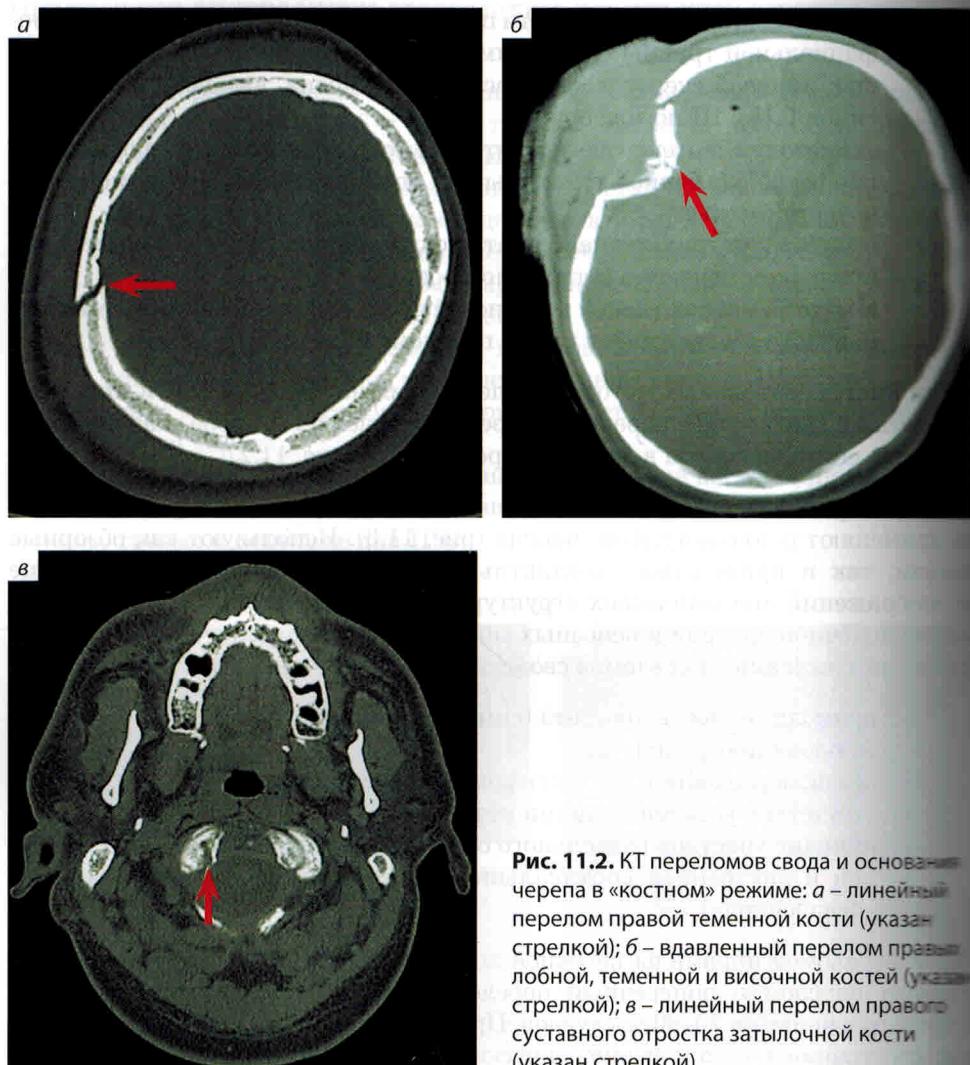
КТ переломов свода и основания черепа в «костном» режиме: а – линейный перелом правой теменной кости (указан стрелкой); б – вдавленный перелом правой лобной, теменной и височной костей (указан стрелкой); в – линейный перелом правого суставного отростка затылочной кости (указан стрелкой)
